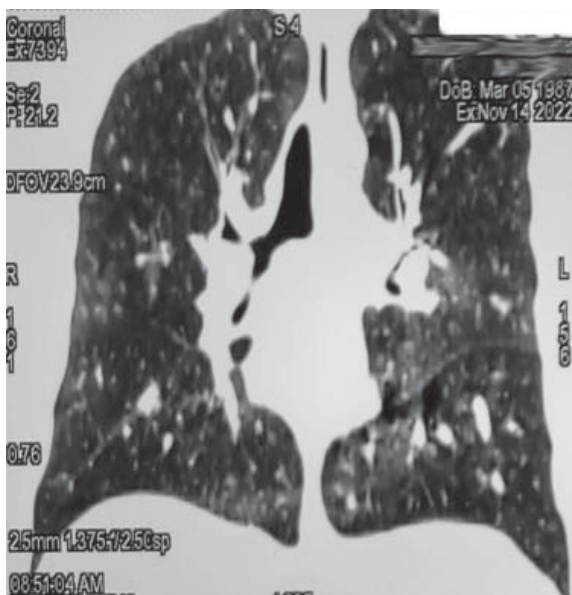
Комп'ютерна томографія (фронтальна реконструкція) ОГП пацієнта Д. від 14.11.2022
